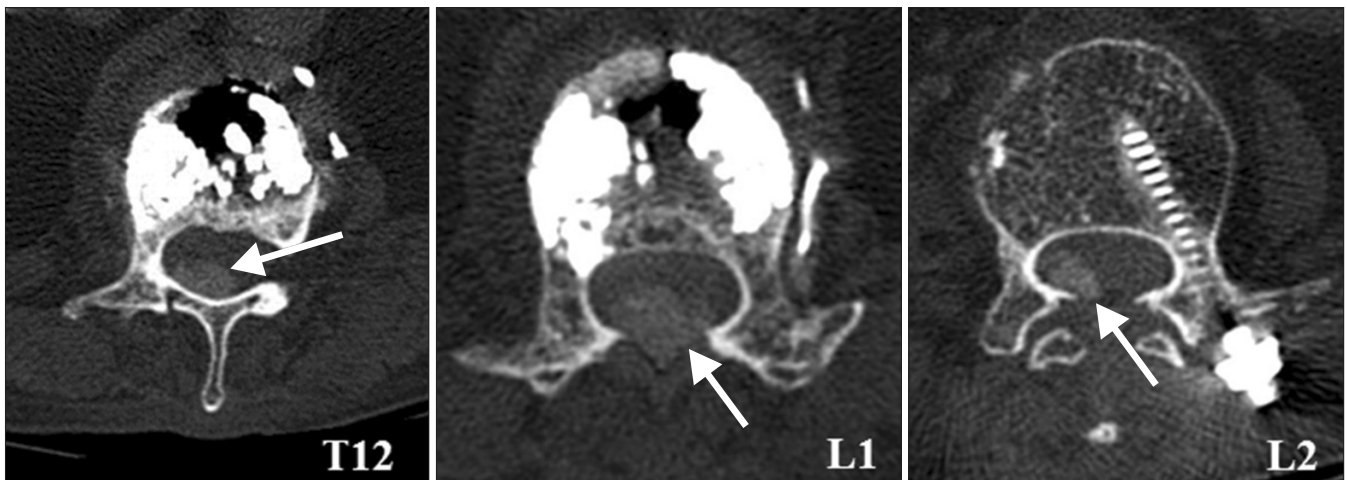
Axial computed tomography scans of the thoracolumbar spine. Calcified mass-like lesion in the posterior aspect of the central spinal canal of T12 to L2 resulted in compression of the spinal cord (arrow).
